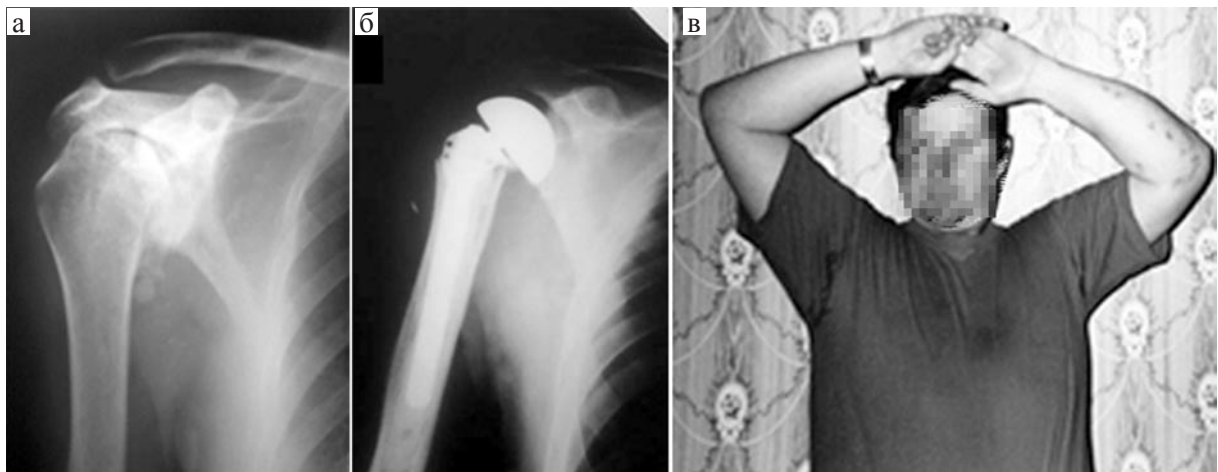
Клинический пример 2. Больной Н. Рентгенограммы левого плечевого сустава в прямой проекции: а — при поступлении; б — после установки эндопротеза; в — функциональный результат
